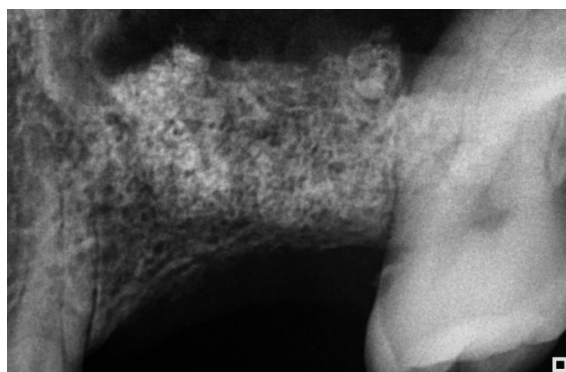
Radiografia inicial para instalação dos implantes (lado direito).
